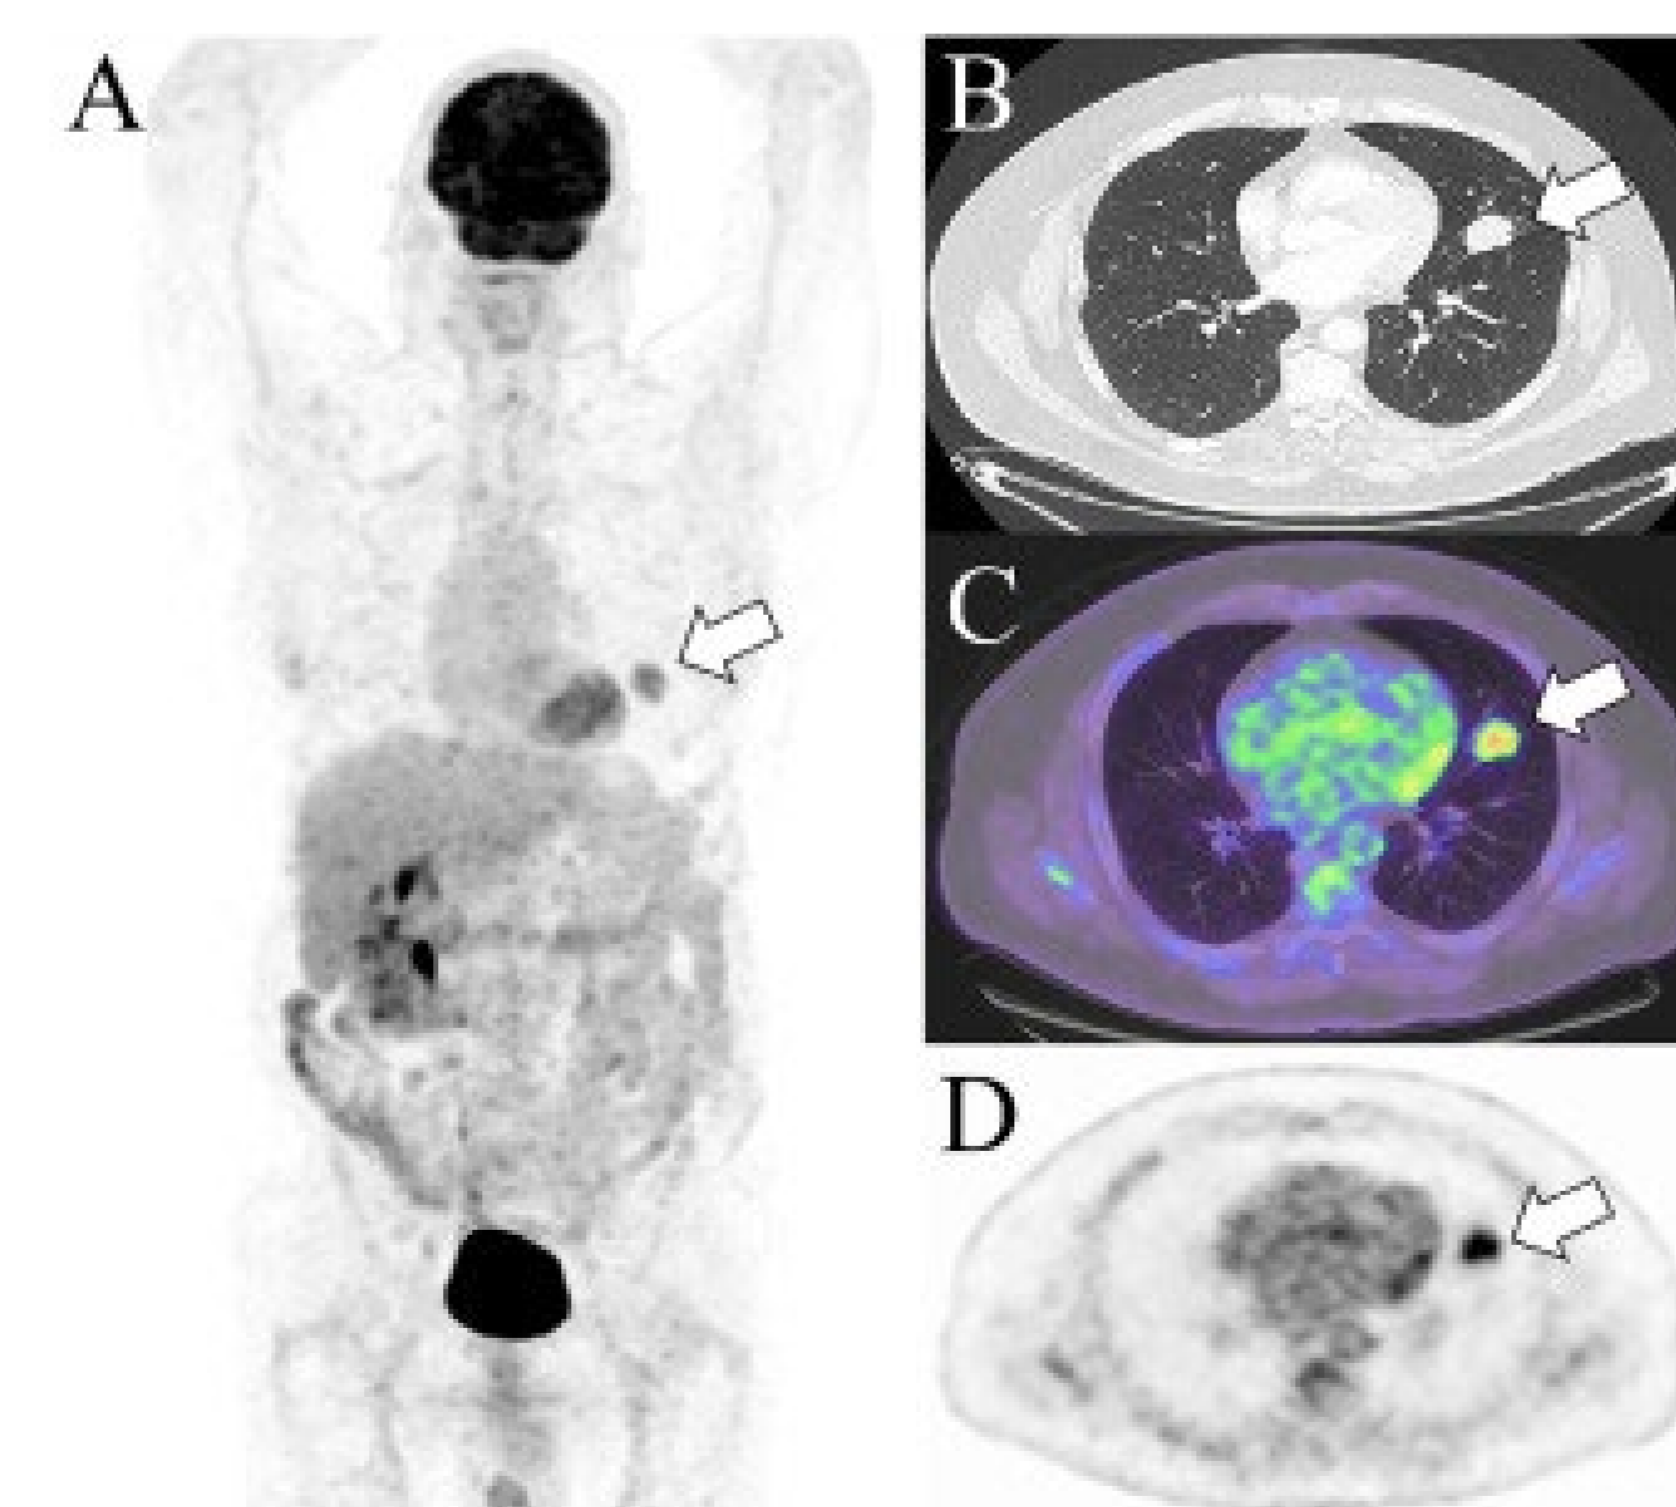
TEP au F-18 FDG (4)
